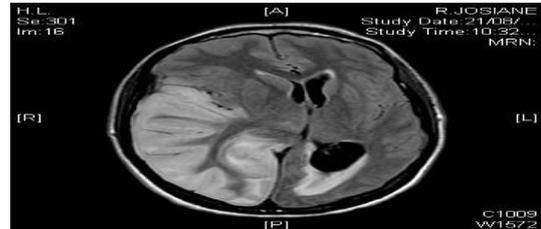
extension pariétale droite de l’ischémie avec engagement sous falcriel (IRM)
